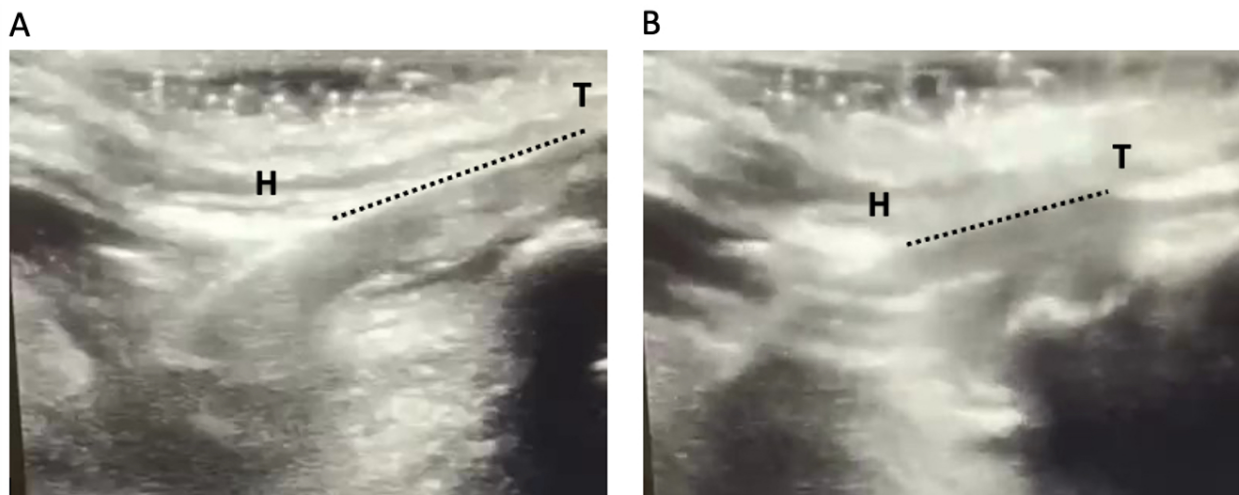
Imágenes obtenidas mediante ultrasonido en plano longitudinal que muestran las estructuras de interés: hueso hioides (H) y cartilago tiroides (T). La distancia entre ambas estructuras se indica con una línea punteada para ambas posiciones. La imagen de la izquierda (A) corresponde a la posición en reposo, mientras que la imagen de la derecha (B) representa la posición de máxima aproximación tirohioidea durante la deglución de secreciones.
